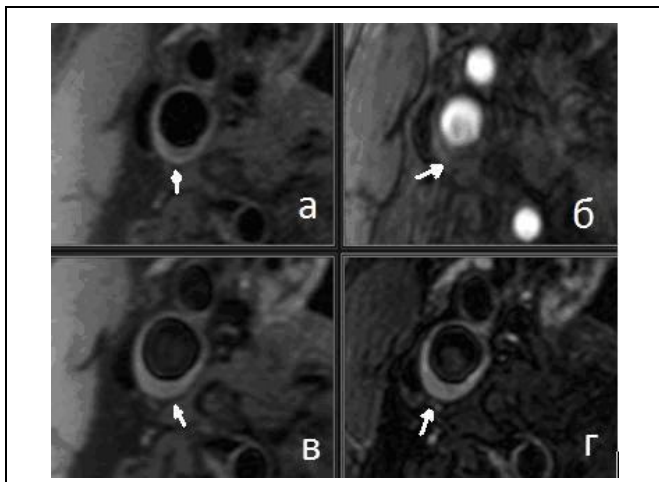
Магнитно-резонансная томография. Аксиальные срезы через левую ВСА и НСА. а – 3D TOF изображения, б – протонно-взвешенные (PD) изображения, в – T2-взвешенные изображения, г – T1-взвешенные изображения. Визуализируется овальной формы липидное ядро (стрелка), окруженное тромботическими массами (*).
